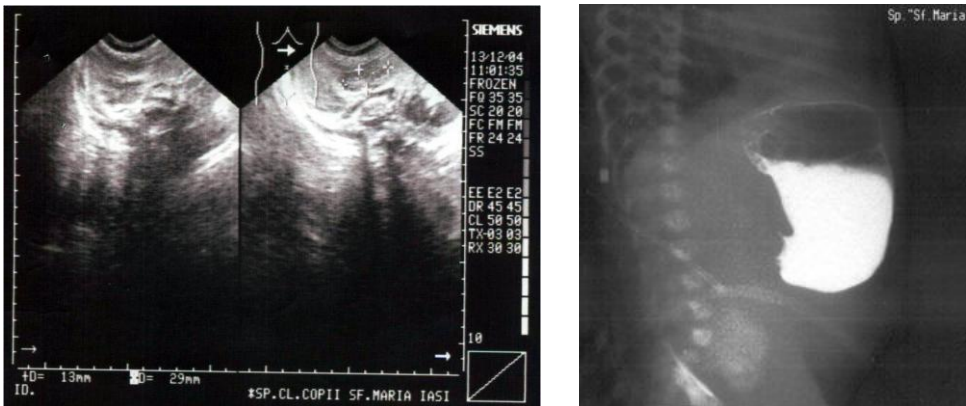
Stenoză hipertrofică de pilor – aspect ecografic și diagnostic cu substanță de contrast
